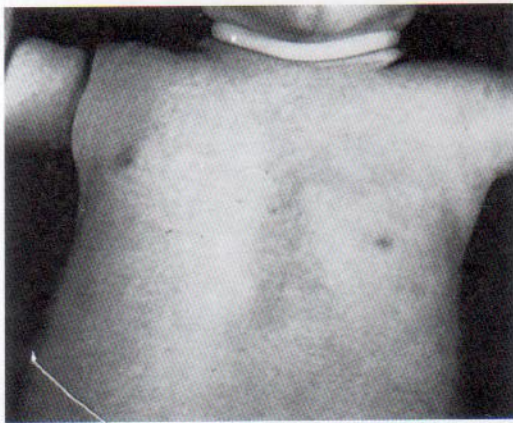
5. Fotografía del tórax de un lactante con ausencia congénita del músculo pectoral mayor izquierdo. Obsérvese la ausencia del pliegue axilar anterior a la izquierda, así como la posición baja del pezón izquierdo. (Tomado de Behrman RE, Kliegman RM, Arvin AM [eds.]: *Nelson Textbook of Pediatrics*, 15.ª ed. Filadelfia, WB Saunders, 1996.)
